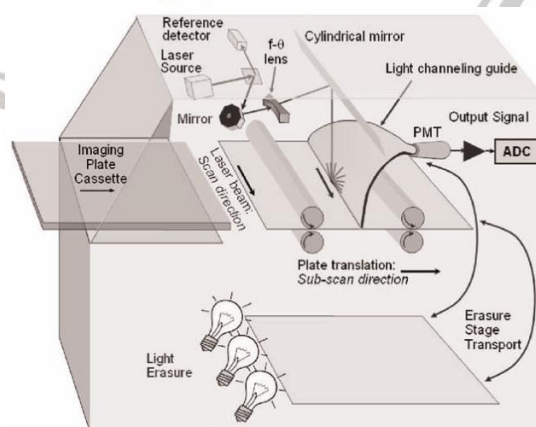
Sistem pencitraan pada *Computed Radiography*(CR) (AAPM, 2006).
